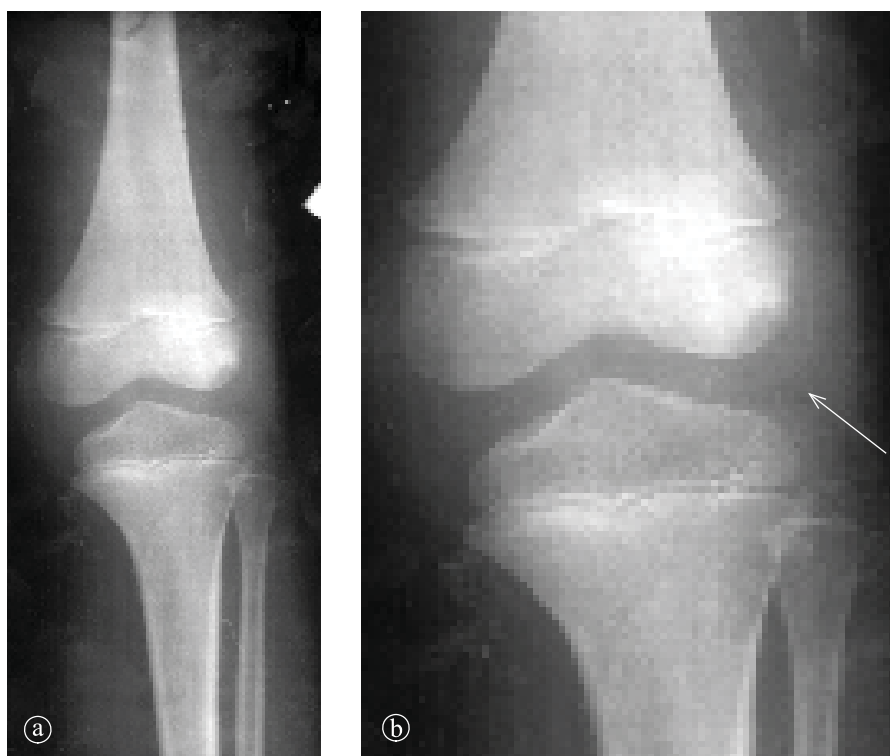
11. Condrioblastom. a) Radiografie genunchi AP. Zonă transparentă, situată în condilul femural extern, mărginită de o margine osteosclerotică. b) Detaliu.
